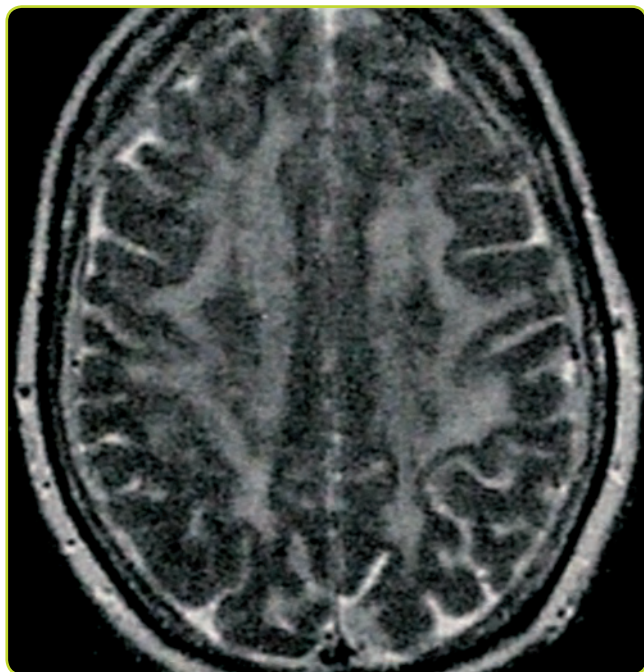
RM axial (T2) de un sujeto sano de edad avanzada. Prominencia de surcos. Hiperintensidad periventricular alrededor de los ventrículos laterales en relación con enfermedad de pequeño vaso.
